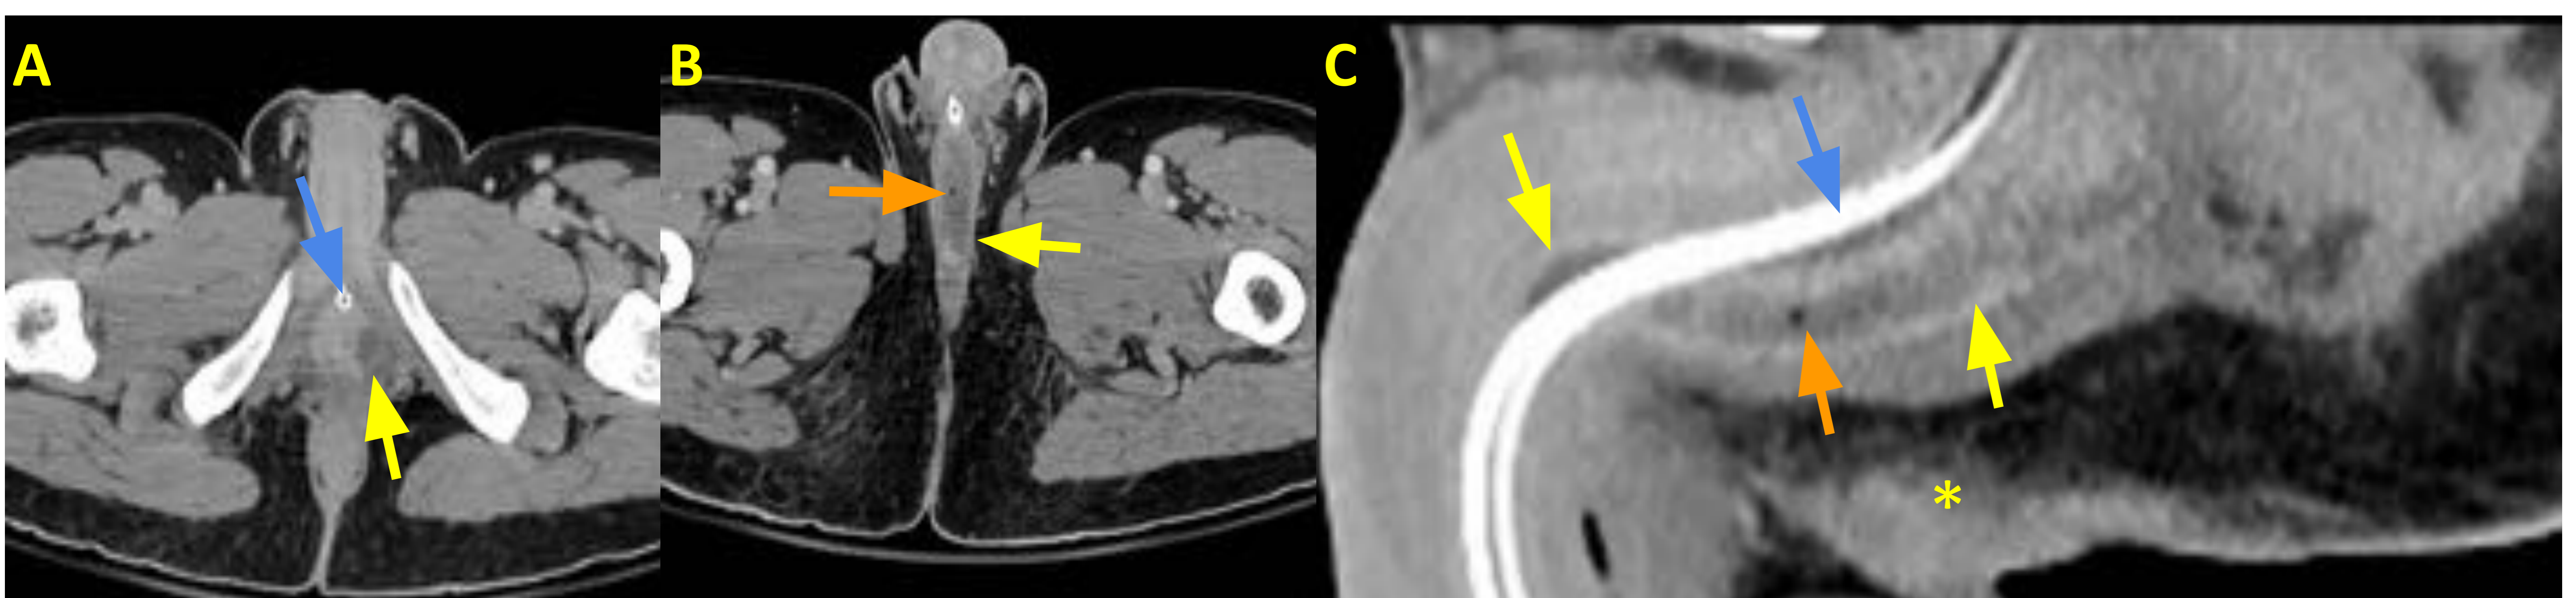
Absceso periuretral. TC con contraste cortes axiales (A,B) y sagital (C). Paciente de 32 años ingresado por lesión medular aguda postraumática con shock séptico. El TC urgente mostró una colección hipodensa periuretral de márgenes realzantes en la cara posterior de la uretra peniana (flecha amarilla) con alguna burbuja aérea en su interior (flecha naranja). Reticulación de la grasa perineal subcutánea (asterisco amarillo). Paciente con sondaje urinario (flecha azul).
